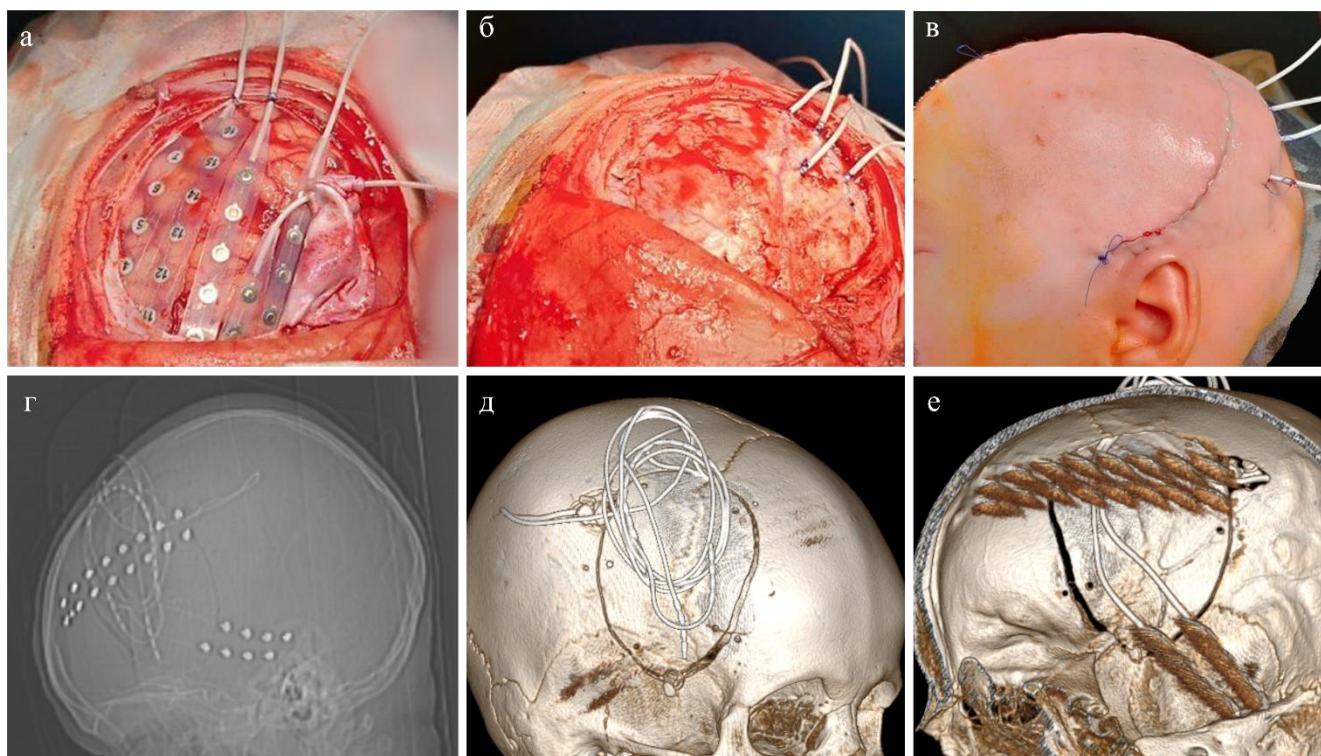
Применение субдуральных электродов: (а-в) сочетанное использование субдуральных решеток и полосок, электроды расположены на латеральной поверхности лобной, височной долей левого полушария; (г-е) КТ головного мозга с целью контроля расположения электродов [собственное наблюдение]
